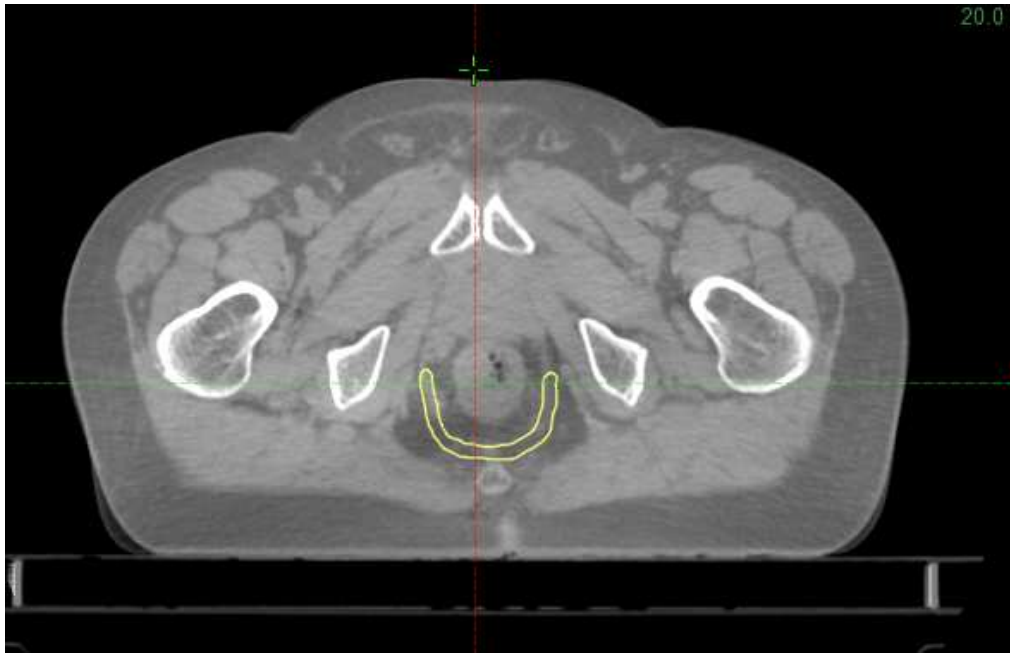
Visione assiale contorno muscolo elevatore dell'ano CBCT 1 di paziente 1*
